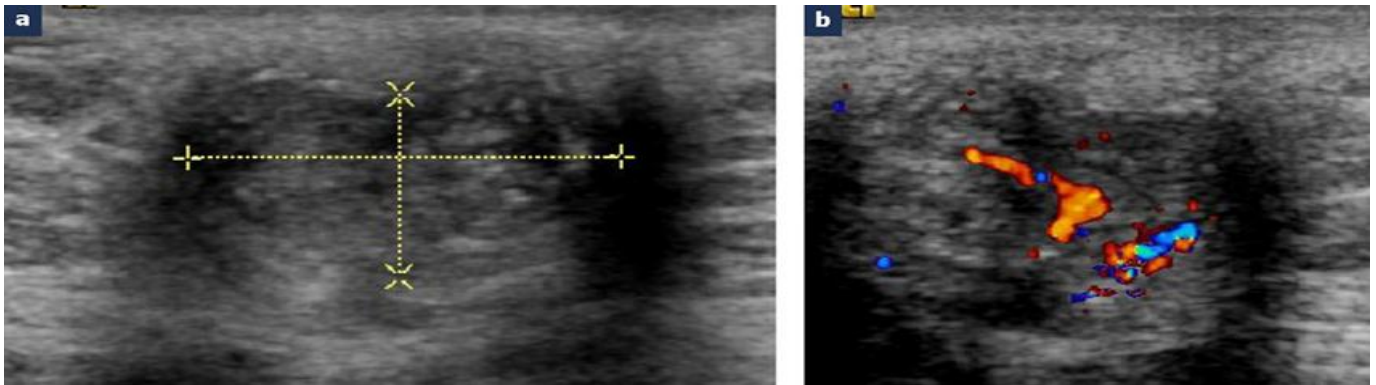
a : coupe échographique sagittale montre une masse ombilicale solide écho et hypoéchogène de 3x2 cm avec des échos internes dispersés ; b : coupe sagittale de la la masse avec Doppler couleur révèle vascularisation externe et interne de la lésion
